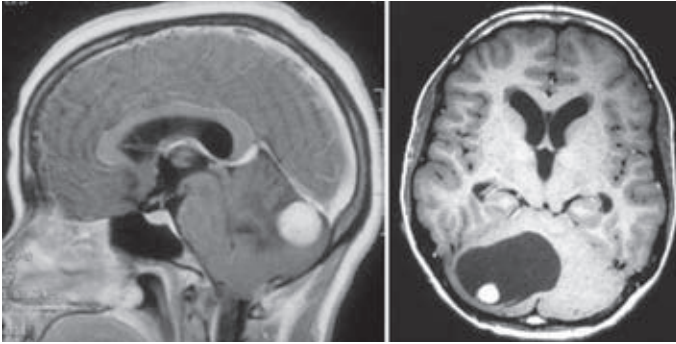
Imágenes típicas RM de hemangioblastoma con componente nodular (izquierda) y mixto nodular-quístico (derecha).
